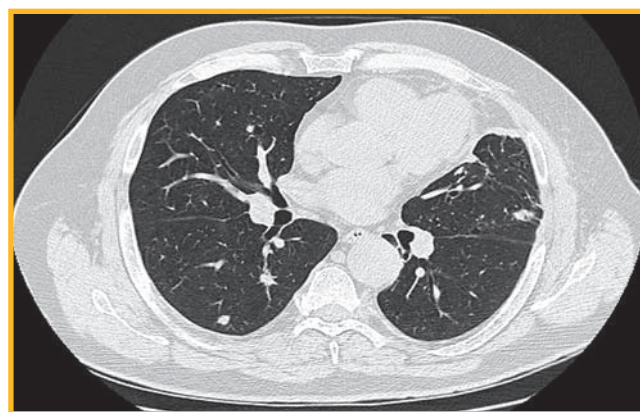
Компьютерная томограмма пациента М. 66 лет: множественные 2-сторонние очаговые и фокусные тени до 8–9 мм, контуры их нечеткие, неровные. Плотность до 25 НУ. Признаки перенесенного оперативного вмешательства слева
